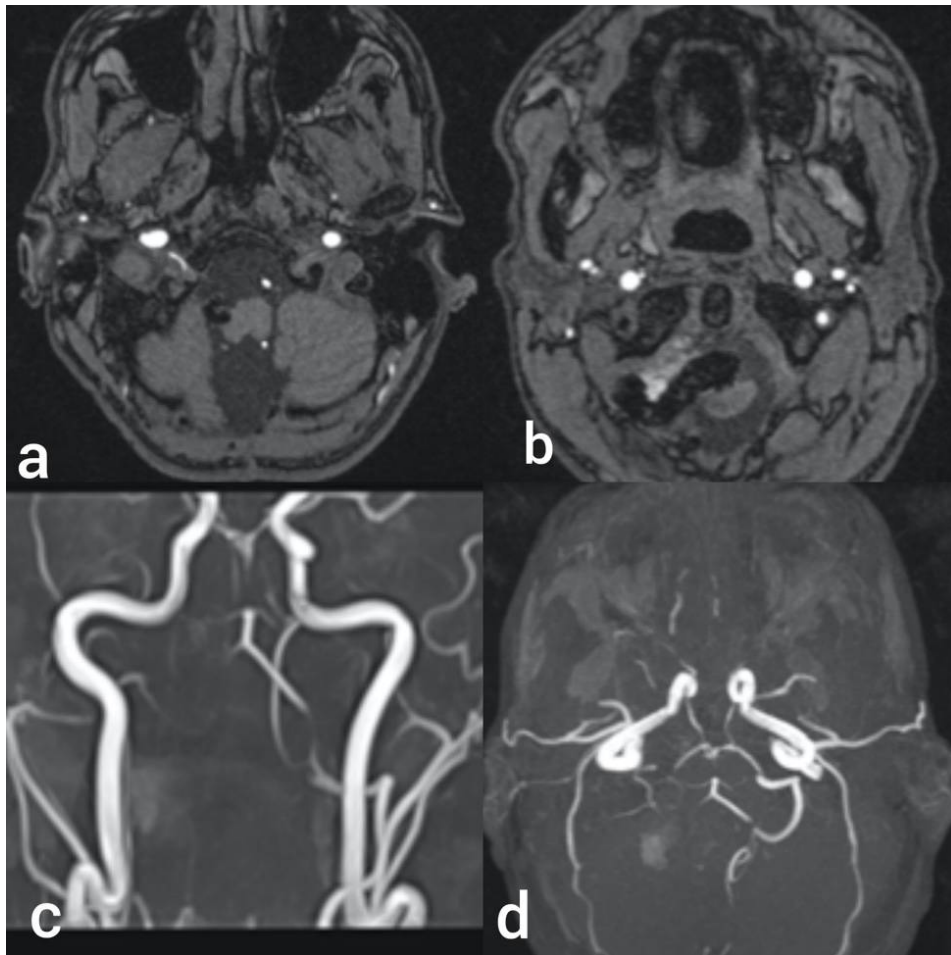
Angio-IRM : coupes natives (a et b), puis reconstruction MIP (c et d)
